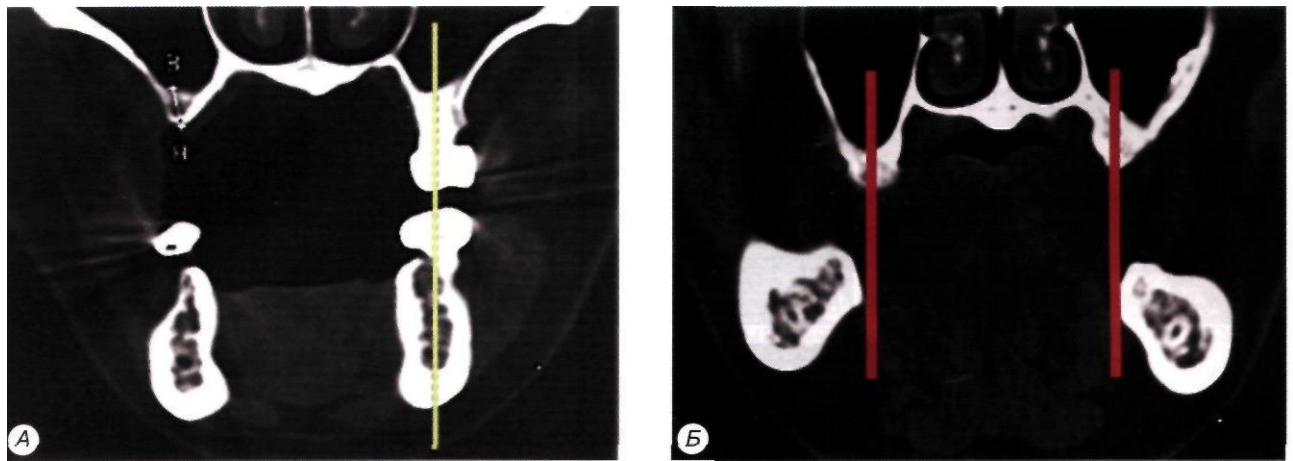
Изменение соотношения альвеолярных отростков после утраты зубов (по данным компьютерной томографии):
